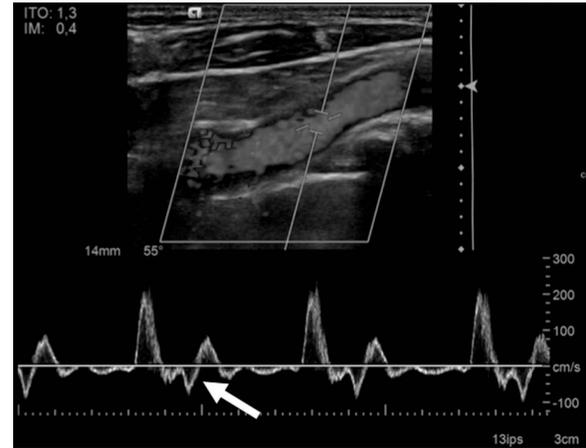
Échographie doppler dans l'artère sous-clavière droite montrant un flux rétrograde (flèche).
